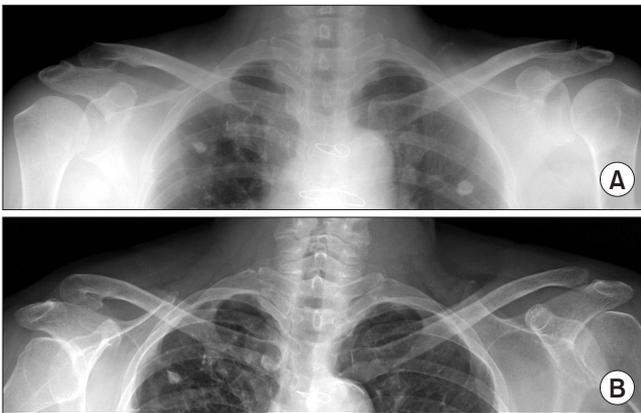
A 73-year-old woman with a right distal clavicle fracture was treated nonoperatively. (A) Initial anteroposterior and oblique radiographs show a Neer type IIB fracture. (B) Radiographs at 7.9 years after initial trauma show union. The patient had a normal activity level without pain.
